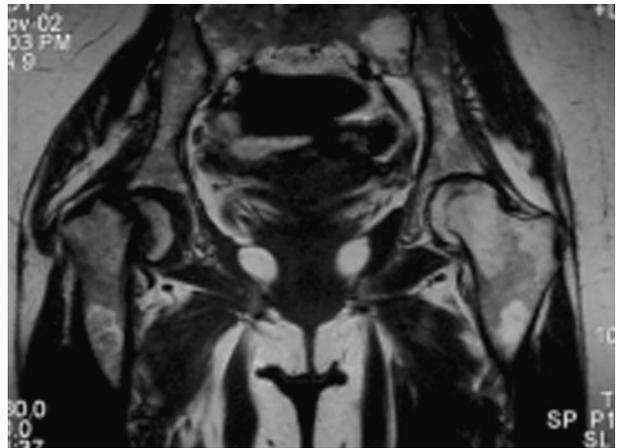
IRM du bassin et des hanches réalisée en post-partum
